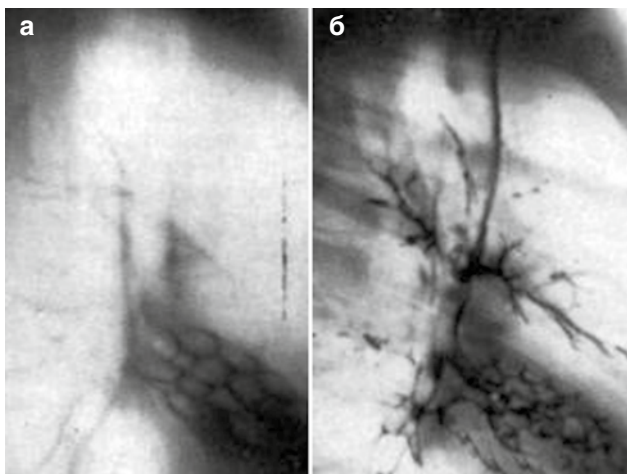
Томограмма в боковой проекции (а) и бронхограмма (б). Мешотчатые (кистовидные) БЭ средней доли. Полости расположены на измененном вследствие склероза легочном фоне, хорошо видны на томограмме, контрастируются. Средняя доля уменьшена в объеме
